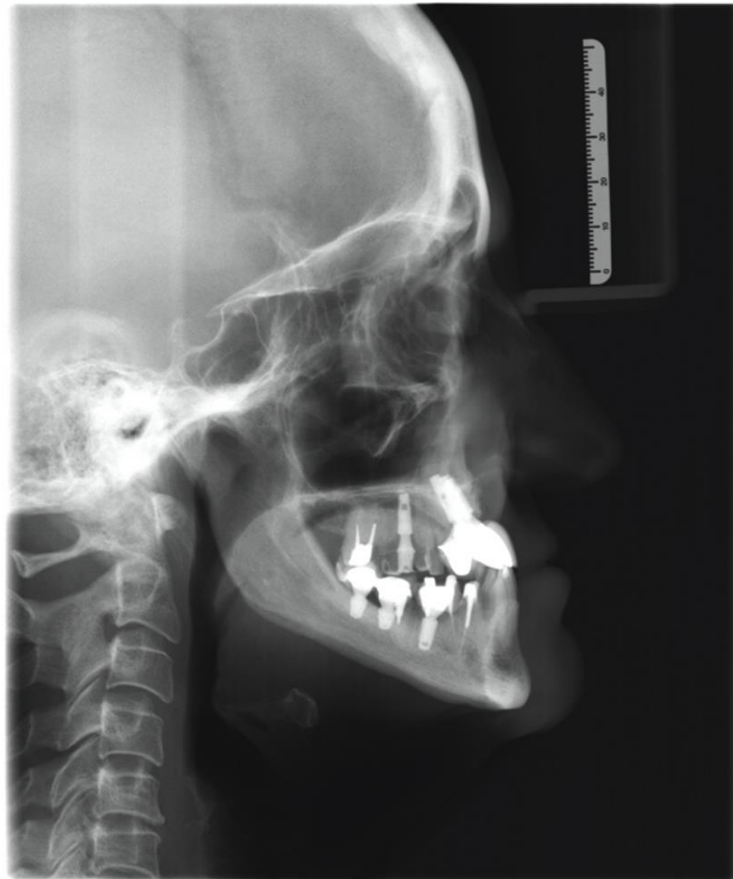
Tele radiografia de perfil prévia ao aumento da DVO
